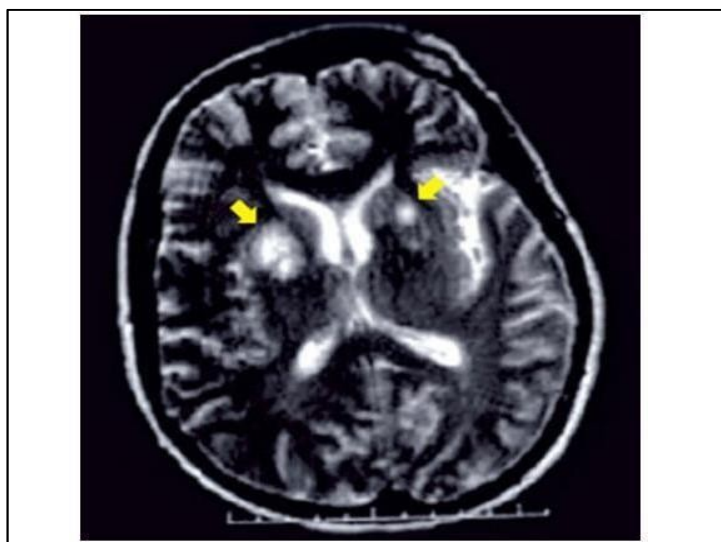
Identificação de cistos de *T. gondii* no cérebro de pacientes por tomografia computadorizada. (Adaptada de Pereira-Chiocola VL, Vidal JE & Su C, 2009).¹²³
